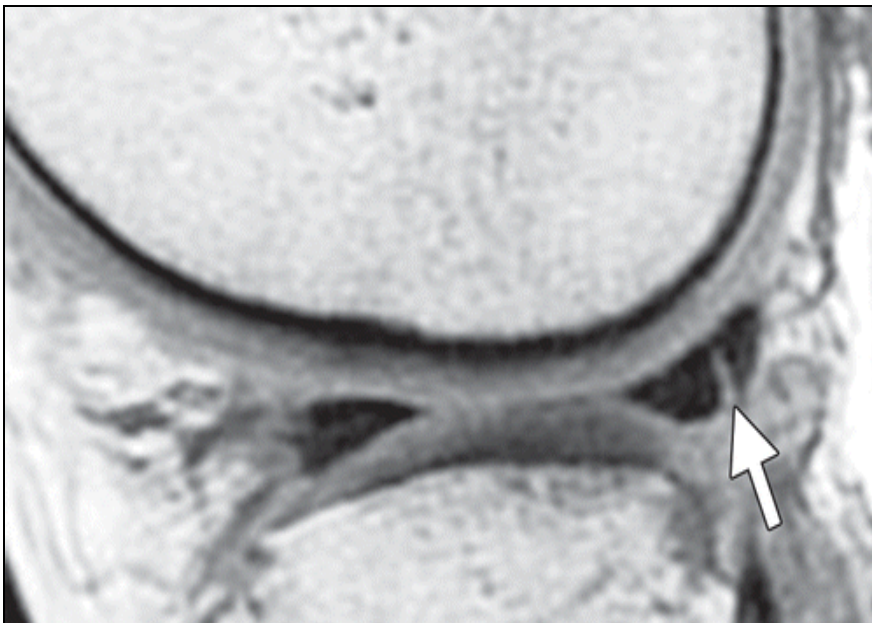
IRM coupe sagittale en séquence fat-sat mettant en évidence une lésion radiale au niveau du ménisque latéral
